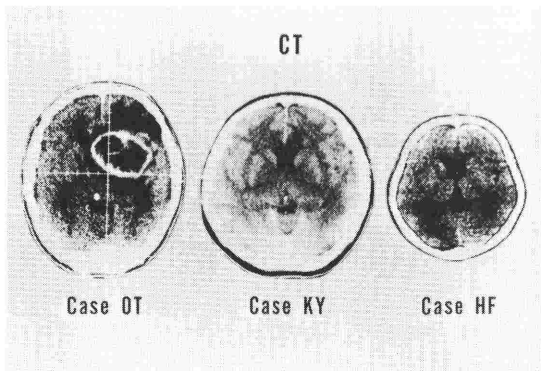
CT scans in 3 cases. In case OT large irregular ring enhancement of the tumor associated with large low density area is well demonstrated. Marked shift of midline structures to anti-tumor side is shown. In case KY and HF neither mass sign nor small ventricles are found.
